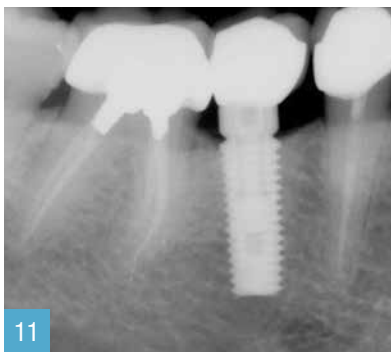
Ortopantomografia post operatoria a 30 mesi di follow-up. Figg. 11,12 Radiogrammi implantari dei settori implantari a 30 mesi di follow-up. Il livello osseo marginale può ritenersi lo standard medio degli impianti sublevel 4,1 x 12 mm e 5,0 x 12 mm Even Mech & Human).
